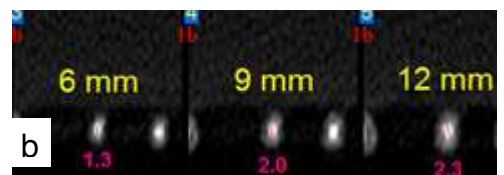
(b)- Tomografia do canal cirúrgico da amostra 12
